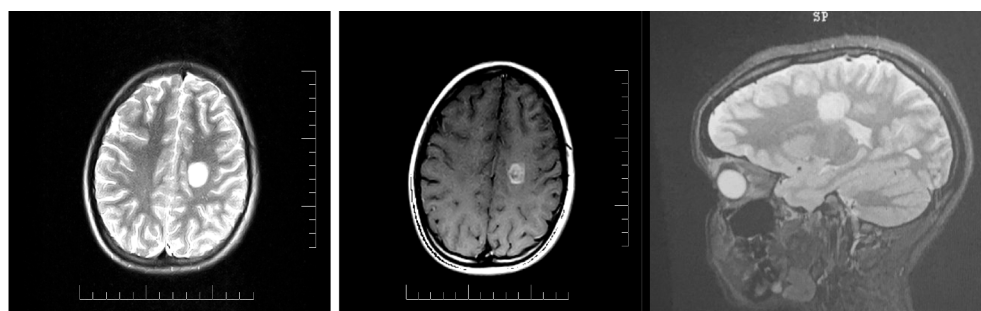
Пациентка А. МРТ (T2 и T1 + С режимы) от 2018 года.
